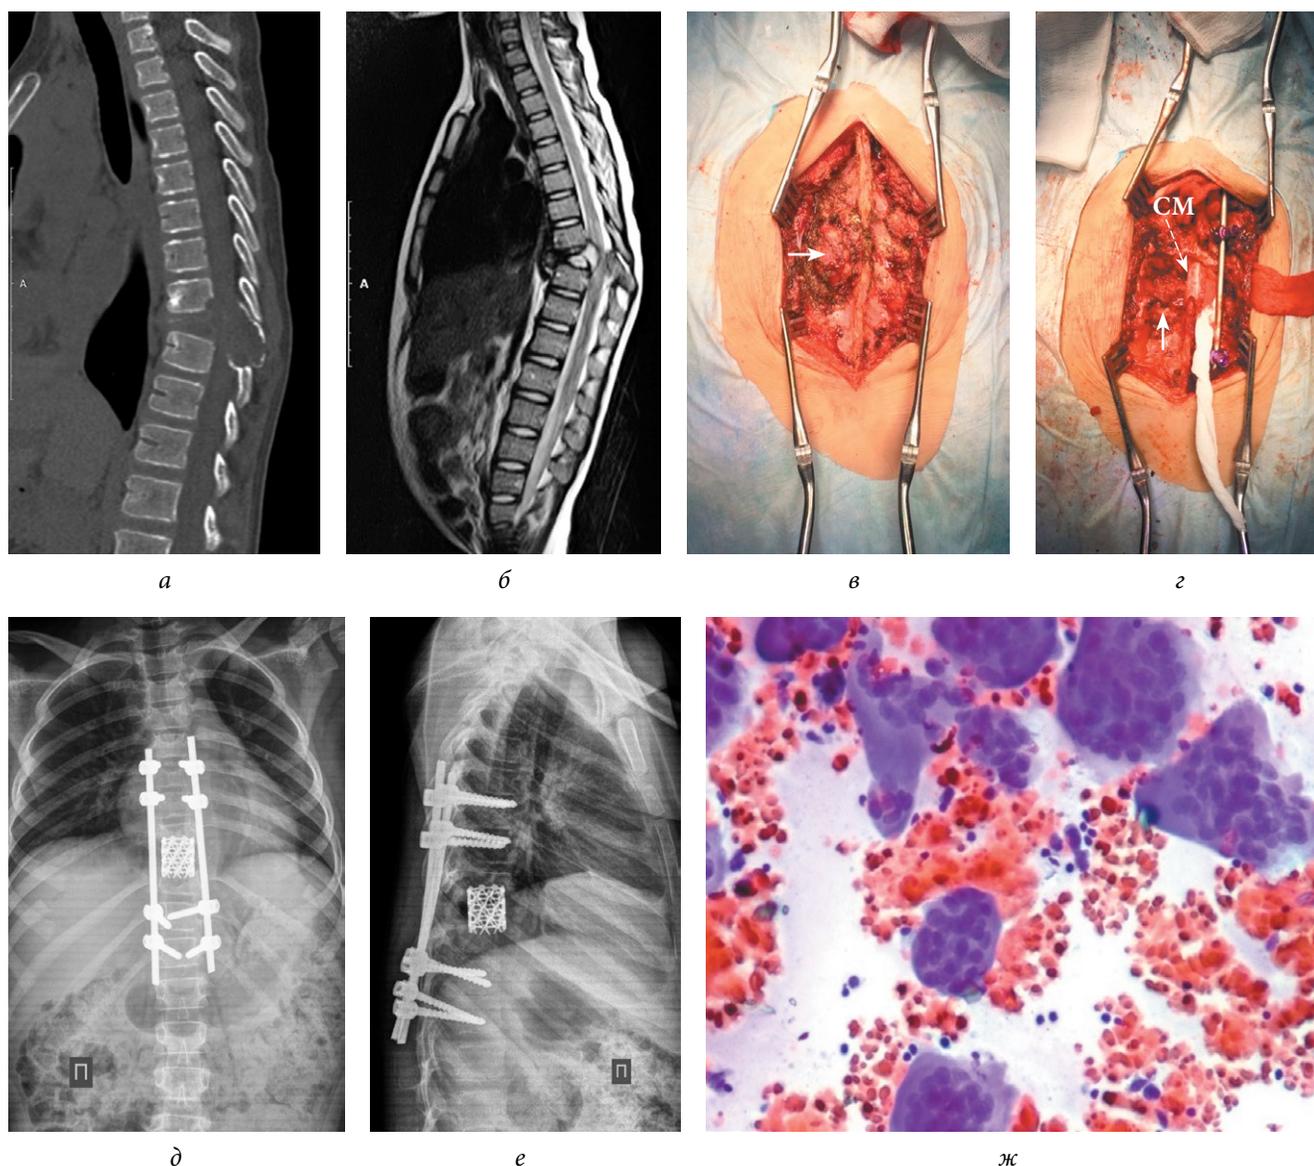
Патологический перелом позвонка Th₉ на фоне аневризмальной костной кисты у ребенка 8 лет: *а, б* — предоперационные среднесагиттальные КТ- и МРТ-срезы: остеолитическая деструкция вентральных и дорсальных элементов позвонка Th₉, локальный кифоз 21°, компрессия спинного мозга эпидуральным компонентом опухоли с миелопластическим очагом; *в, з* — интраоперационные фотографии (стрелками обозначена опухоль и дефект, образовавшийся после ее удаления); *д, е* — контрольные послеоперационные рентгенограммы; *ж* — мазок-отпечаток (окраска гематоксилином и эозином, ×100): эритроциты и гигантские многоядерные клетки типа остеобластов. СМ — спинной мозг
